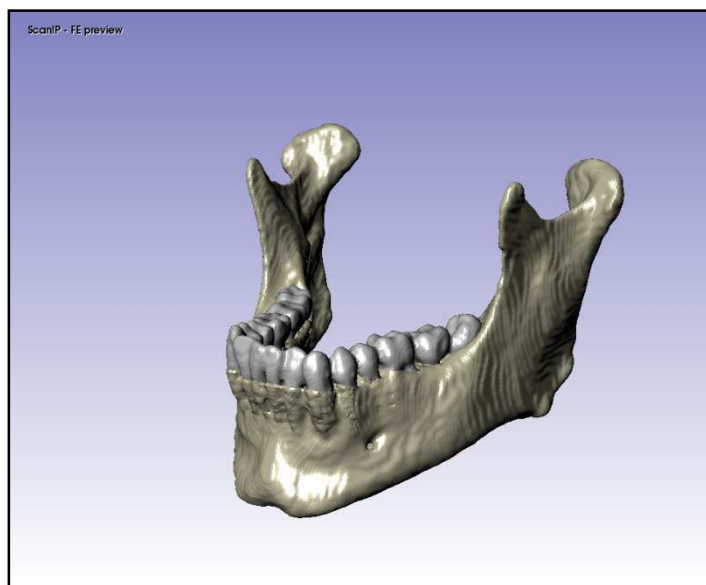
Tomografia computadorizada (Vista lateral) - Paciente B.
